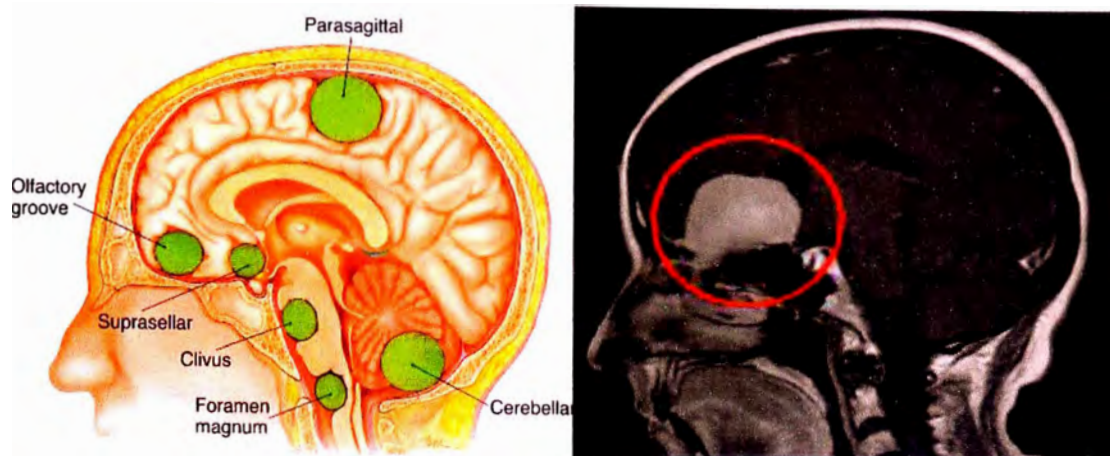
A la izquierda localizaciones más frecuentes de los meningiomas [65] y a la derecha vista de una RM del meningioma del surco olfatorio [66].
